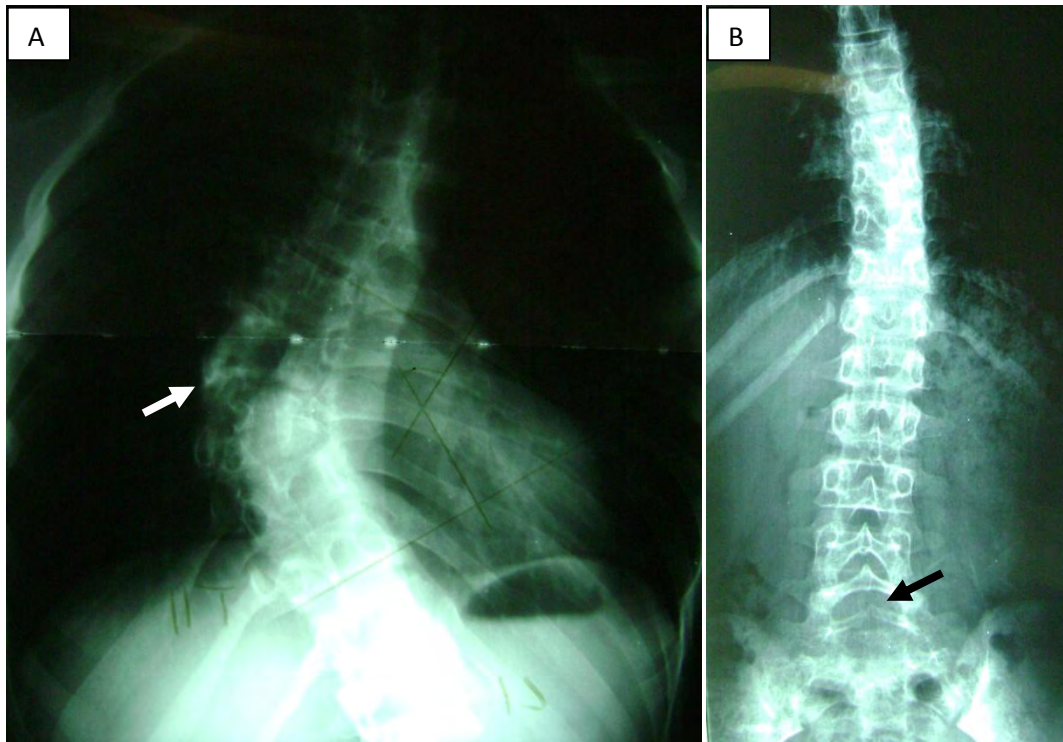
A) radiografía de columna dorsal en proyección anteroposterior del paciente 5, la flecha muestra una hemivértebra a nivel de T8 que le exacerba la escoliosis, B) radiografía de columna en AP de paciente 6, se muestra con la flecha la espina bífida oculta en L1.
